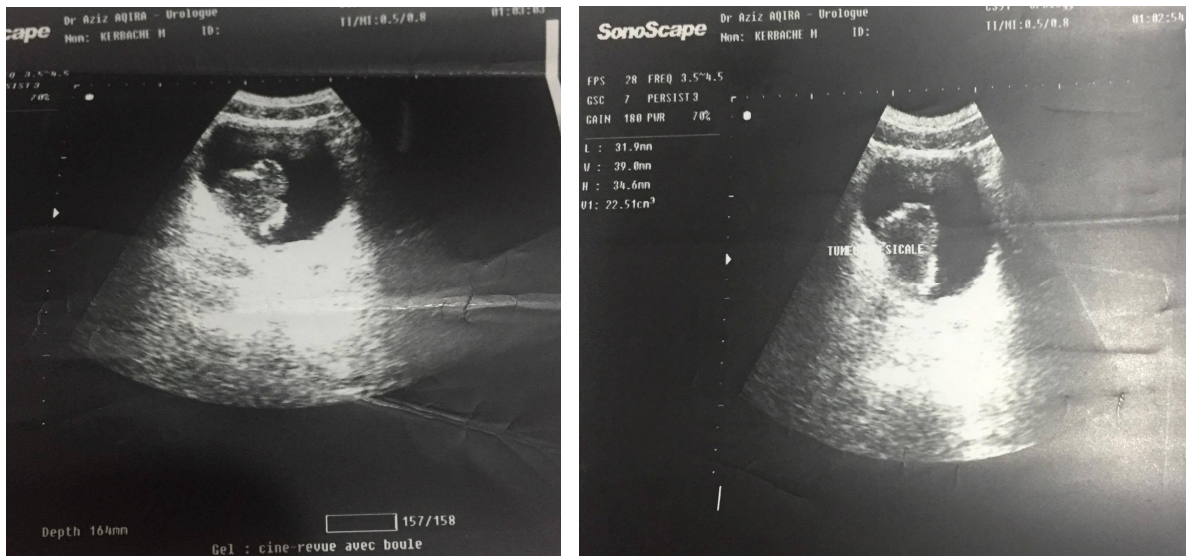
Cliché d'échographie montrant un épaissement tumoral bourgeonnant à l'intérieur de la vessie (Service d'urologie A CHU RABAT).
